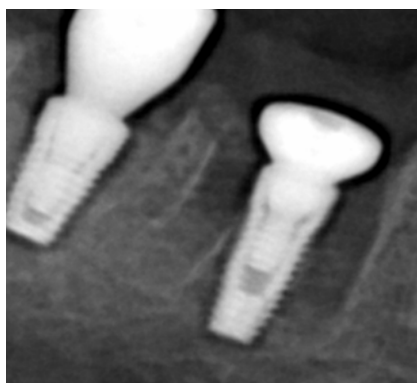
Прицельный рентгеновский снимок сразу после имплантации. На имплантат фиксируется широкий формирова- тель.
